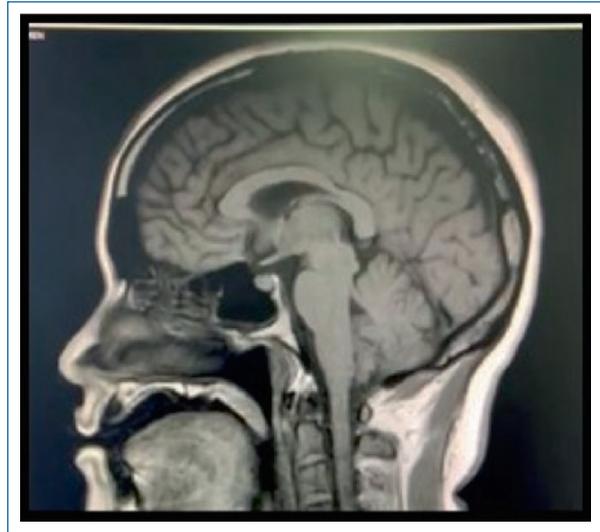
Resonancia magnética cerebral. Estudio sin alteraciones.
